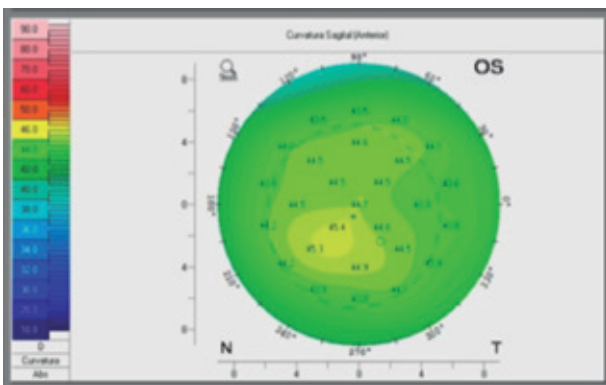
Tomografia corneana de OE evidenciando um astigmatismo irregular.
